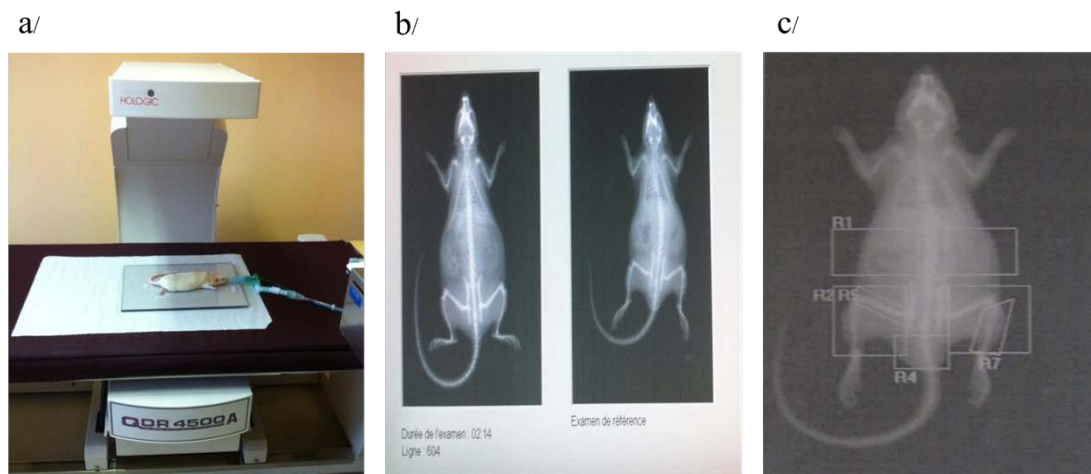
Examen de DEXA (Dual Energy X-ray ABSorimetry).
